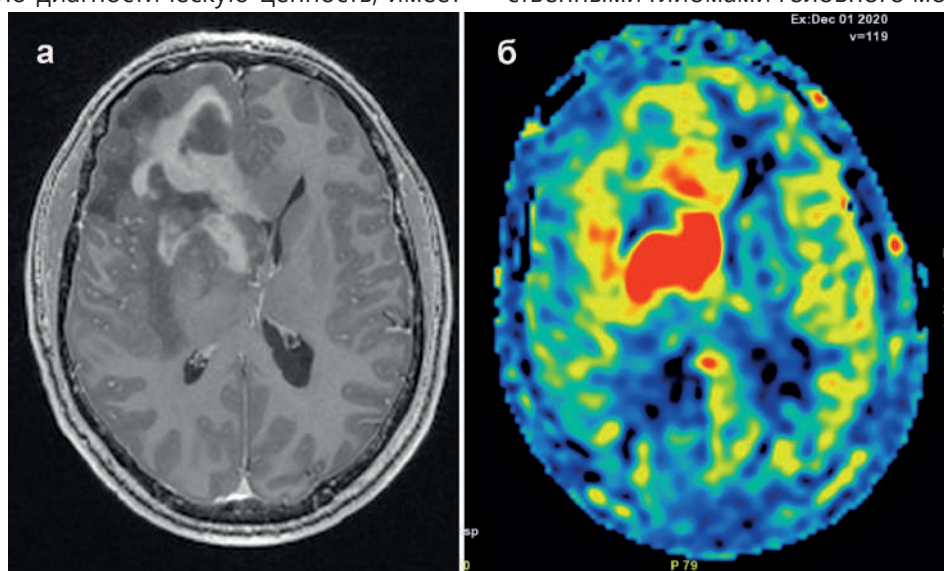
Первичная лимфома ЦНС в правой лобной доле. А- МРТ в режиме T1 с контрастным усилением визуализирует гетерогенного строения новообразование с выраженным характером контрастирования. Б- МРТ изображение, полученное методом мечения артериальных спинов, демонстрирует повышенный кровоток в опухолевой структуре по отношению к окружающему мозговому веществу, характерный для злокачественного роста
